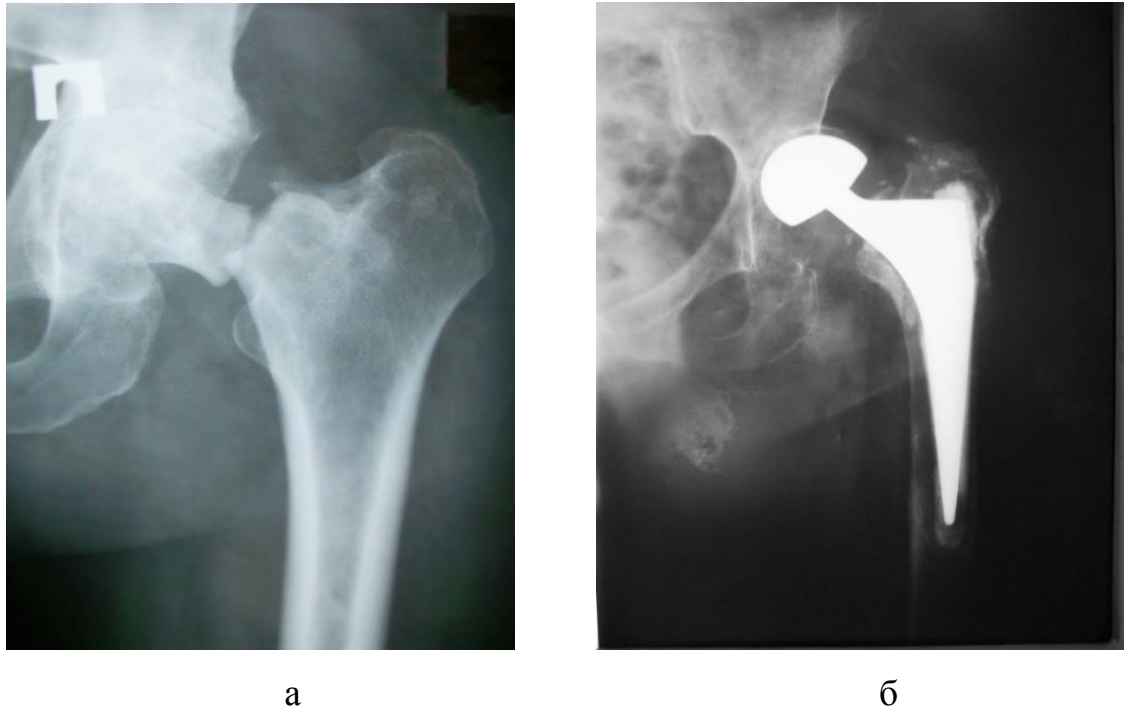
Рентгенограмма больного П., 87 лет: а – перелом шейки левой бедренной кости; б – рентгенограмма этого же пациента после однополюсного эндопротезирования и развития ранней глубокой ППИ в области ТБС
